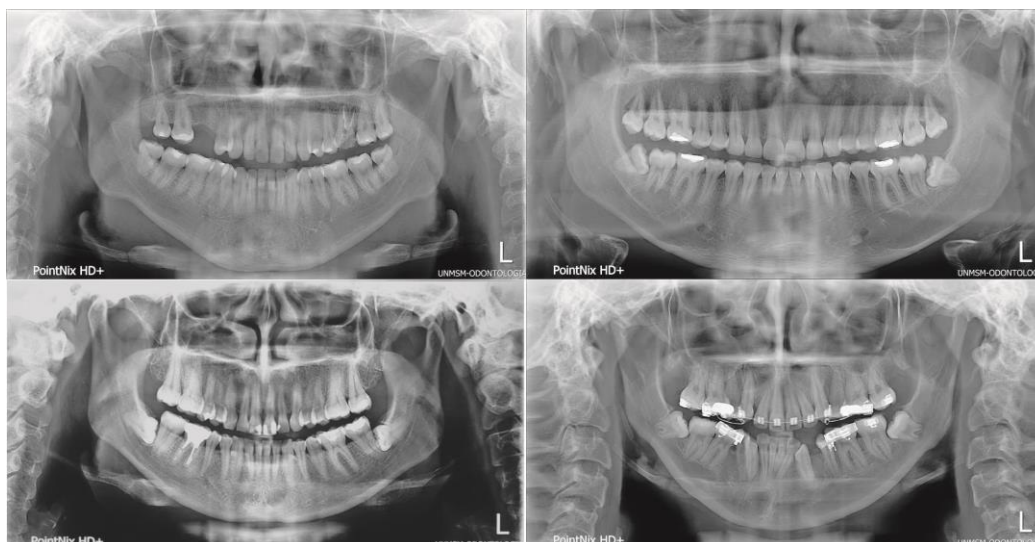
Radiografías panorámicas con terceras molares inferiores con similitud en orientación y morfología.
